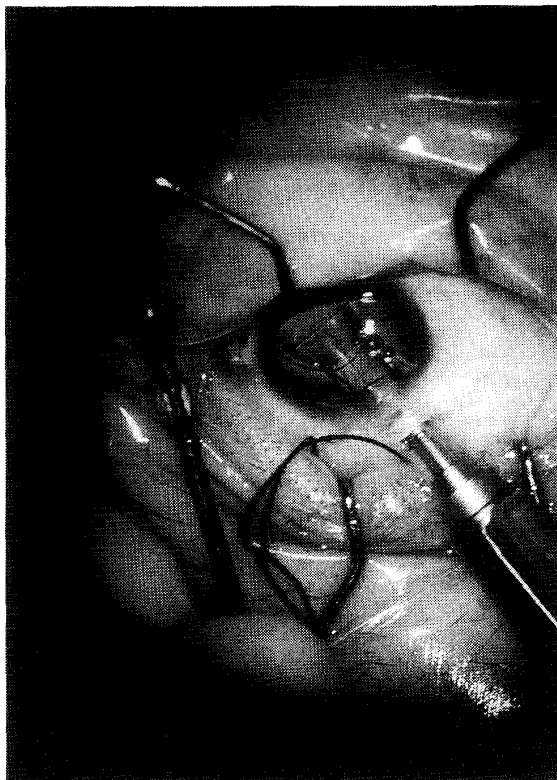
超音波乳化吸引術後に軟性眼内レンズを移植する方法：術創は3.5mmで縫合は必要ない。
